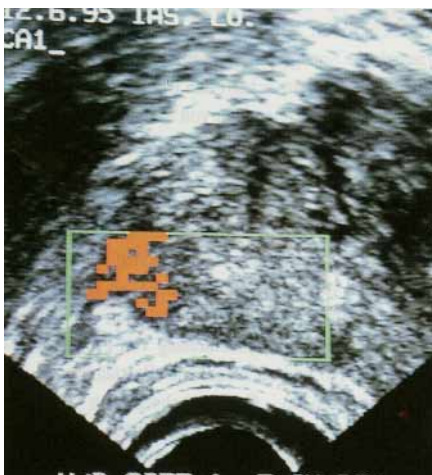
Hyperperfundiertes Prostatakarzinom-Areal objektivierbar durch farbkodierte Power-Doppler-Sonographie
